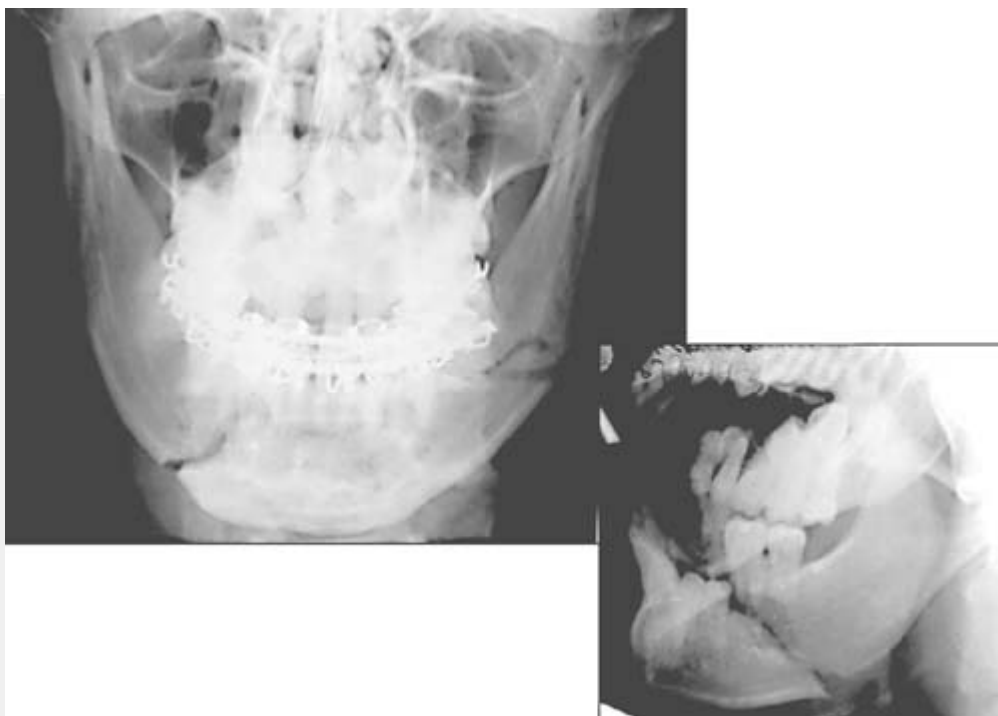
Ложнооскольчатый перелом тела нижней челюсти слева. Рентгенограмма в боковой проекции позволяет исключить наличие осколка.
